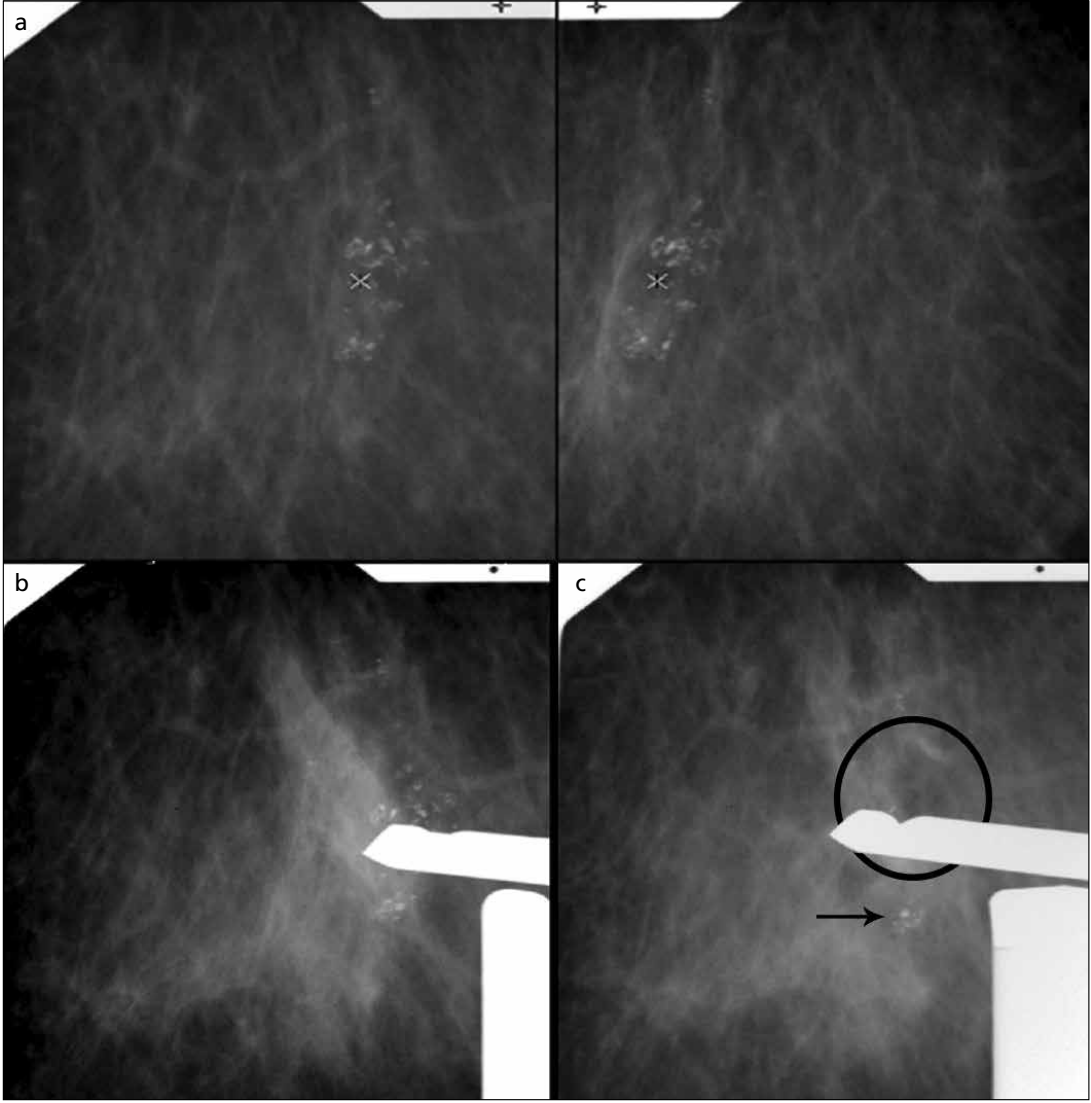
a-c. Patolojik mikrokalsifikasyonlar (çember) ve eşlik eden invaziv odak (ok), Mikrokalsifikasyonlar (MK) sonografik olarak seçilebilmiş olup, biyopsi hedeflemesi öncelikle mamografide izlenen patolojik odak (ok) hedeflenerek yapılmıştır. Patoloji sonucu İDK olarak raporlanmıştır.
